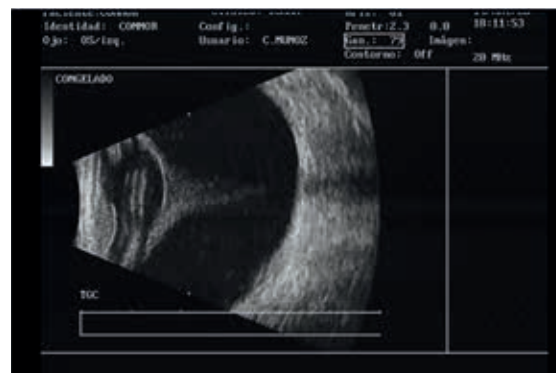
Ecografía ocular donde se aprecia una estructura hiperecogénica que se corresponde con una persistencia hiperplásica del vítreo primario.
